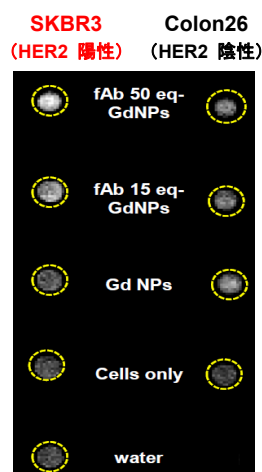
7T MRI 撮像による抗 HER2 人工抗体 ScFv を導入したゼラチン被覆 Gd₂O₃ ナノ粒子の腫瘍細胞選択性。
